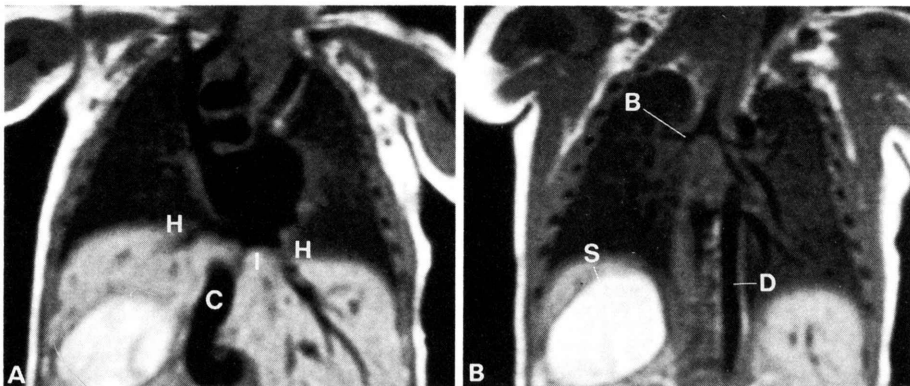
無脾症候群の spin echo 法 MRI 冠状断面像 (症例 4: Darling 分類 III 型).
